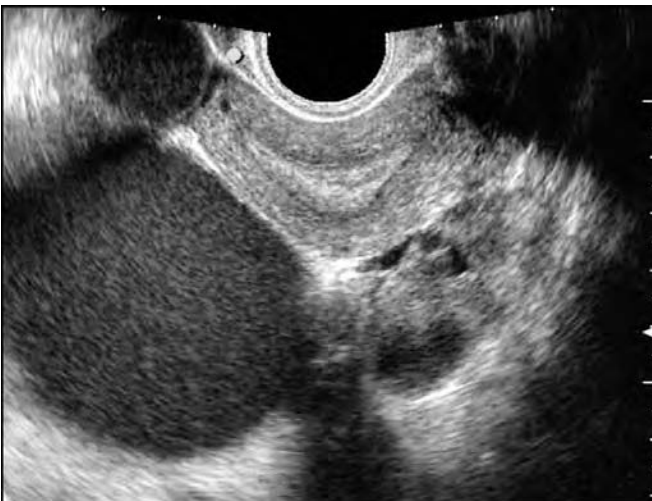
Aspecto del endometrioma en el ultrasonido.
